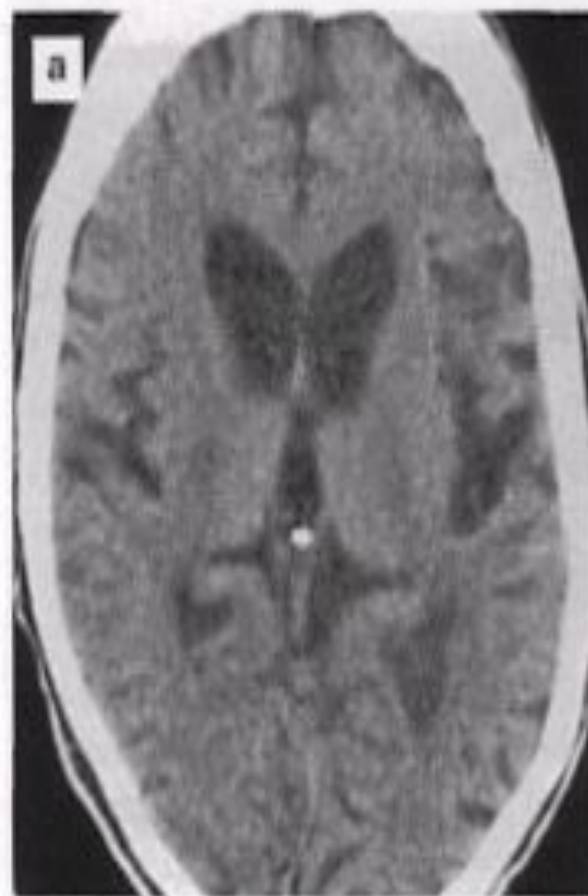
Болезнь Гентингтона. а — аксиальная КТ на уровне боковых желудочков. б, в — фронтальные МР-томограммы в режиме T2, срезы проведены через подкорковые ядра. Определяется выраженная атрофия хвостатых ядер и скорлупы с расширением передних рогов боковых желудочков.
